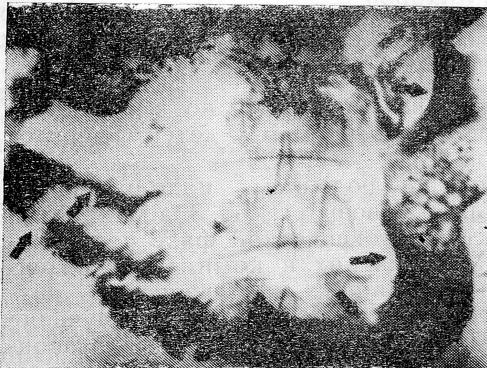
Рентгенограмма прямой и сигмовидной кишок (бариевая клизма) больного К., 54 лет, с клинической картиной медленно развивающейся КН. Две зоны стеноза сигмовидной кишки, поперечная перестройка рельефа слизистой оболочки ($\rightarrow \leftarrow$). В ходе операции выявлены периколит, утолщение стенок сигмы. Наложена трансверзостома.
